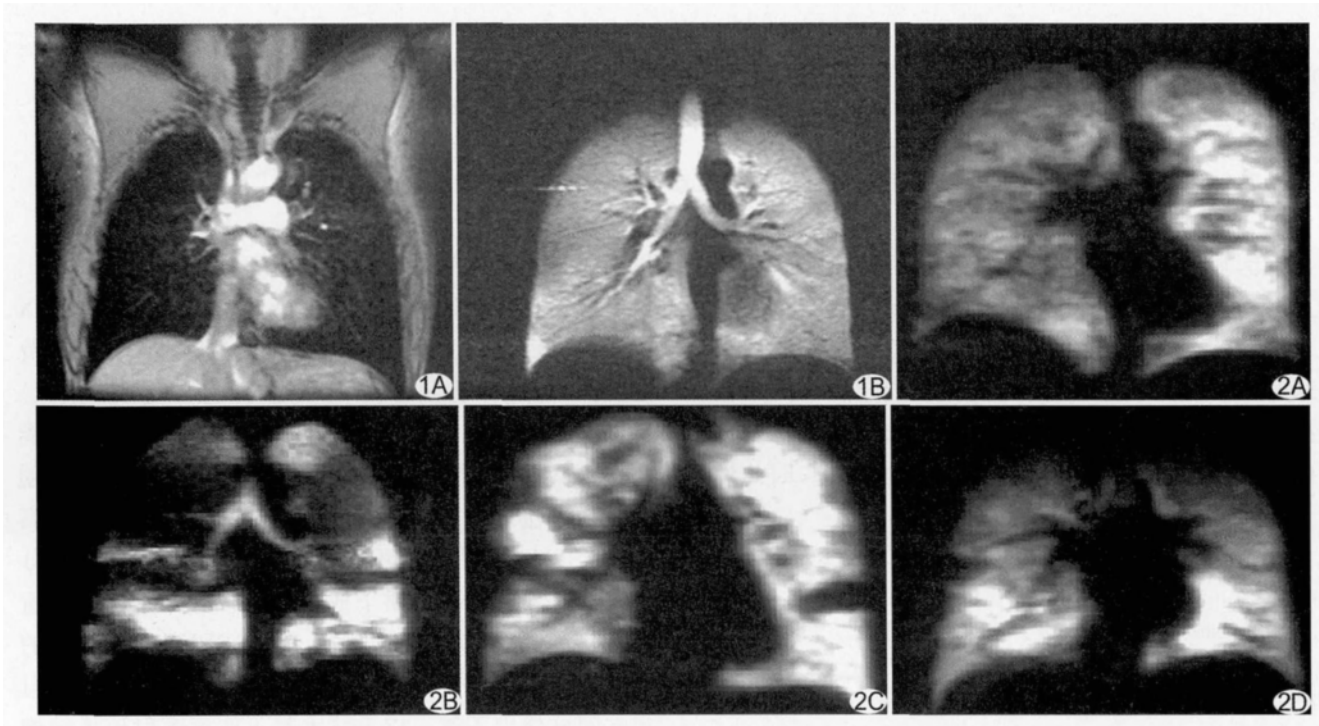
肺部 MRI A. 传统<sup>1</sup>H 肺部 MRI; B. 超极化<sup>3</sup>He 肺部 MRI<sup>[7]</sup>
